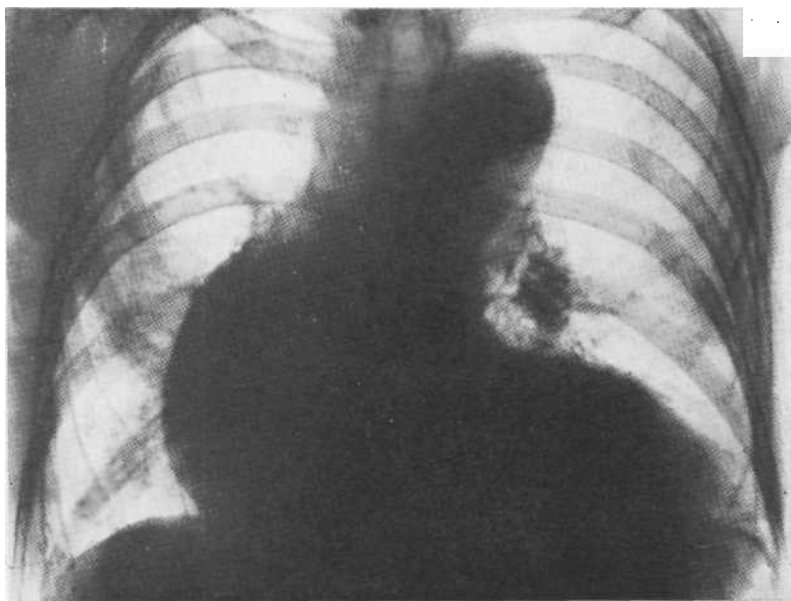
Обзорная рентгенограмма. Аневризма восходящей аорты. Срединная тень расширена вправо. Трахея и пищевод смещены влево.
